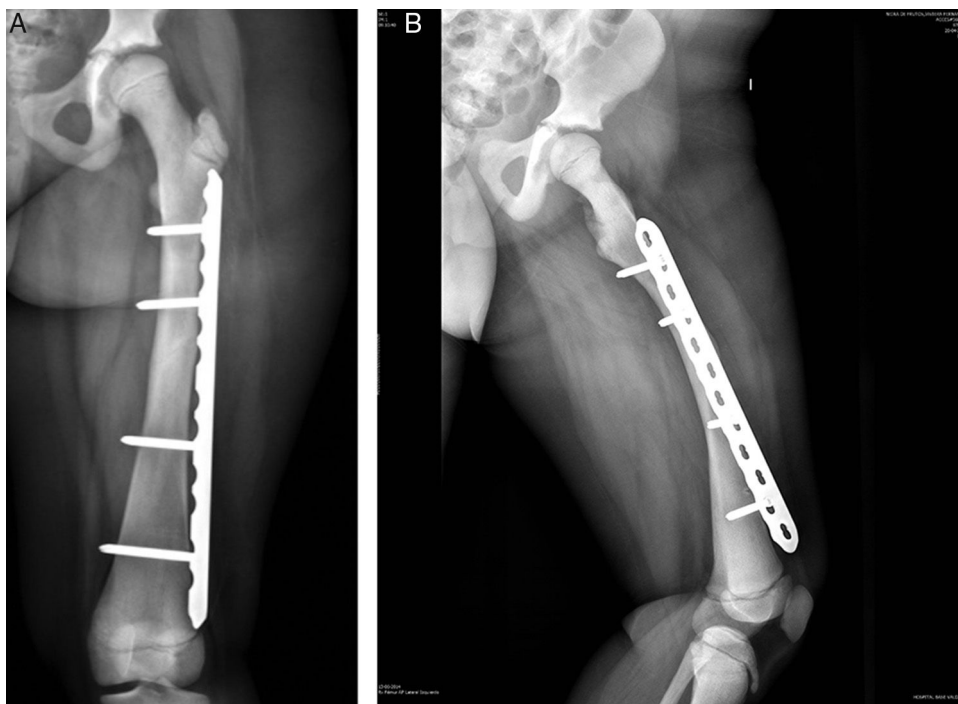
A) Radiografía anteroposterior del fémur izquierdo postoperada con placa bloqueada. B) Radiografía lateral del fémur izquierdo postoperado con placa bloqueada.
